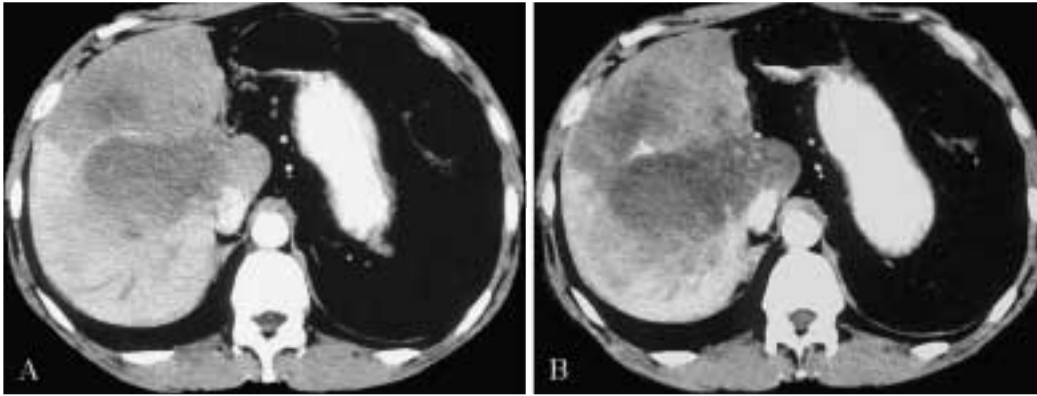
Trombosi del ramo portale destro in paziente con esiti di epatectomia sinistra: THAD diffusa, interessante il parenchima epatico periferico (“Fenomeno centro-periferia”). Iniziale atrofia del parenchima residuo con parziale evoluzione steatosica (A). Controllo a 1 anno: quadro TC sostanzialmente immutato (B).
